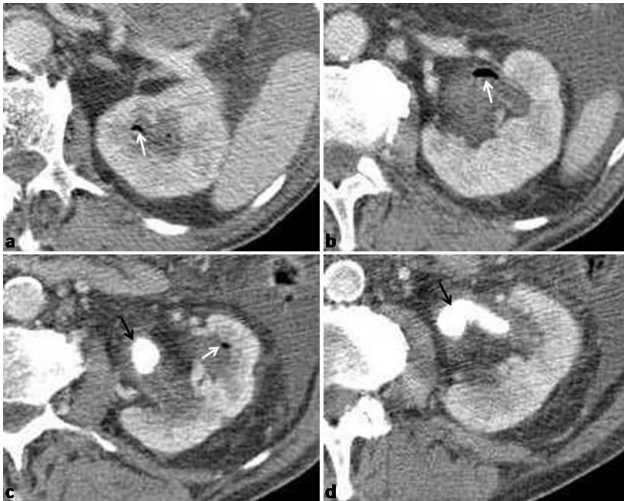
Emphysematous pyelitis. Axial contrast-enhanced CT images (nephrographic phase) show a dilated collecting system with multiple air bubbles (white arrows). Dilatation is caused by a large staghorn-shaped stone. There is no evidence of gas collections in the renal parenchyma.
